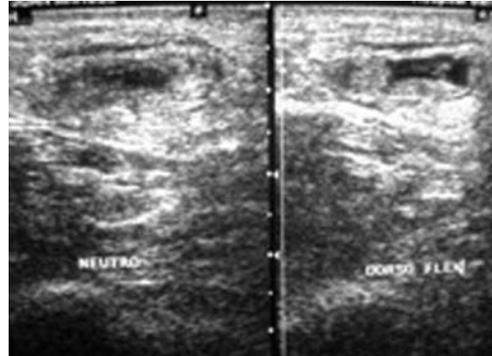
Ultrasonido del tendón de Aquiles, corte longitudinal y transverso, en el cual se observa la ruptura completa de las fibras de dicho tendón, con retracción muscular proximal y discontinuidad con la distal.
